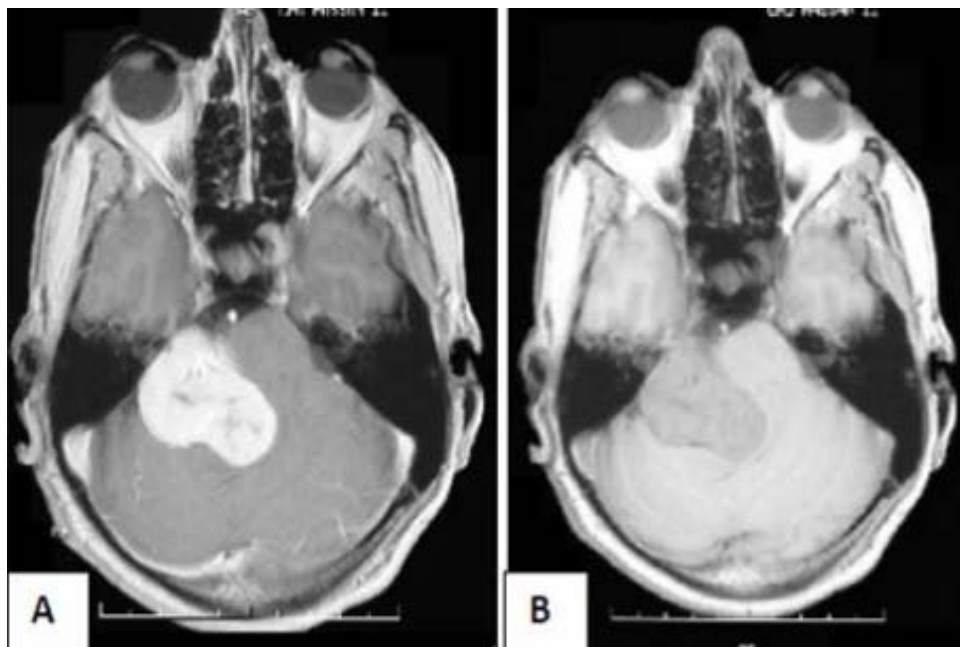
Coupe axiale d'IRM montrant un schwannome vestibulaire de l'APC droit en hypo signal T1 (B), se rehaussant de manière intense et hétérogène après injection de Gado (A).
